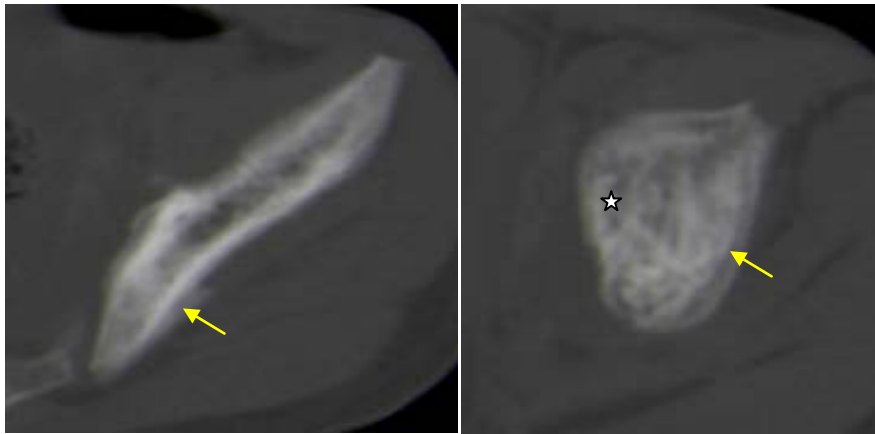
TDM de l'aile iliaque gauche en coupes axiales (fenêtre osseuse):
